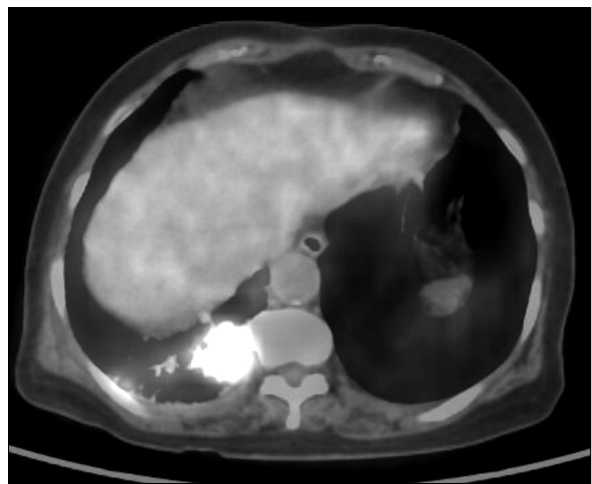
PET/CT shows a hypermetabolic area in right lung (SUV=8.2).
